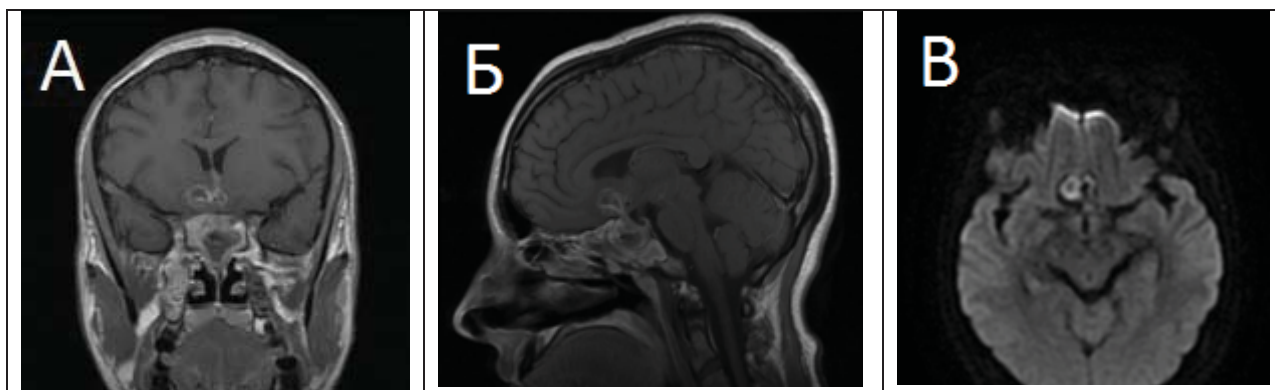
МРТ головного мозга с контрастным усилением через 12 дней после трансназального удаления аденомы гипофиза: повышенное контрастирование капсулы удаленной опухоли А: Коронарная проекция, Т1 режим; Б: Сагиттальная проекции, Т1 режим. В: DWI: см. описание в тексте
